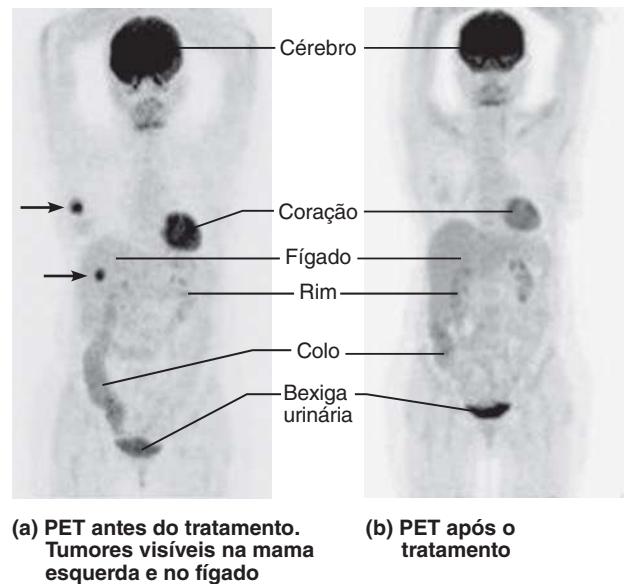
Tomografia por emissão de pósitrons (PET). Usa-se a PET em oncologia para avaliar o tamanho, a localização e a resposta ao tratamento do tumor.
